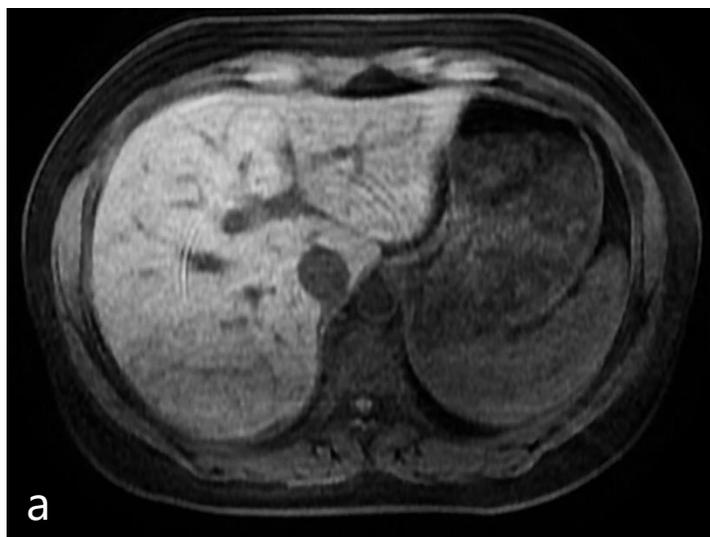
Fases sem contraste (a) e com contraste hepatobiliar (b) de RM hepática: o contraste se acumula nos hepatócitos normais, o que resulta em aumento da intensidade do sinal em b.
